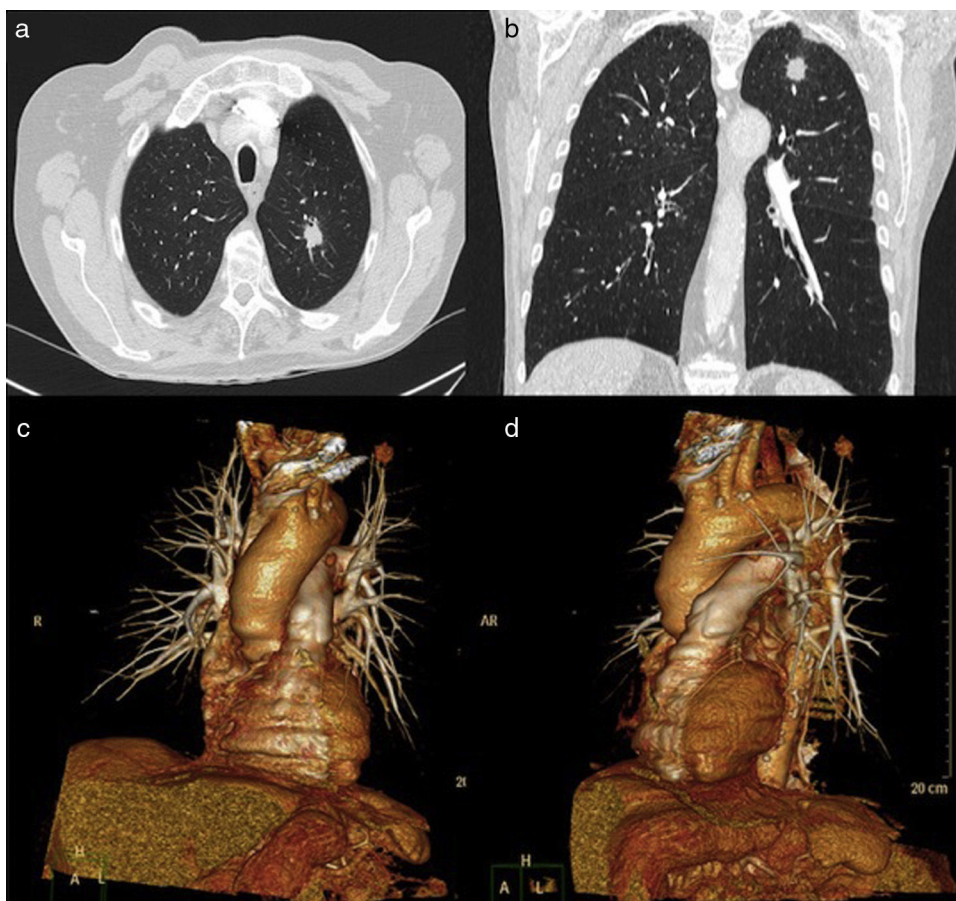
Angiotomografía computarizada que muestra un nódulo pulmonar solitario en lóbulo superior izquierdo: a) corte axial; b) corte coronal. Reconstrucciones volumétricas que muestran el complejo entramado de vascularización pulmonar bilateral y el nódulo en lóbulo superior izquierdo: c) visión anterior; d) visión lateral izquierda.
